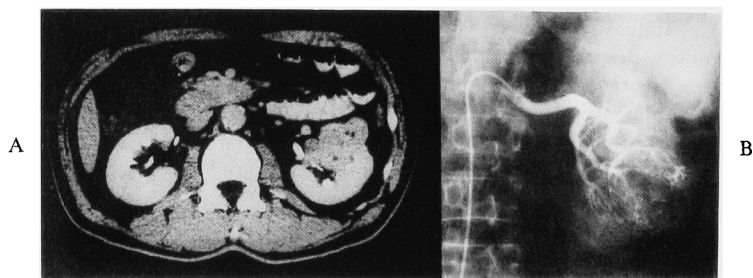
A: CT scan shows a mass shadow in the left kidney.
